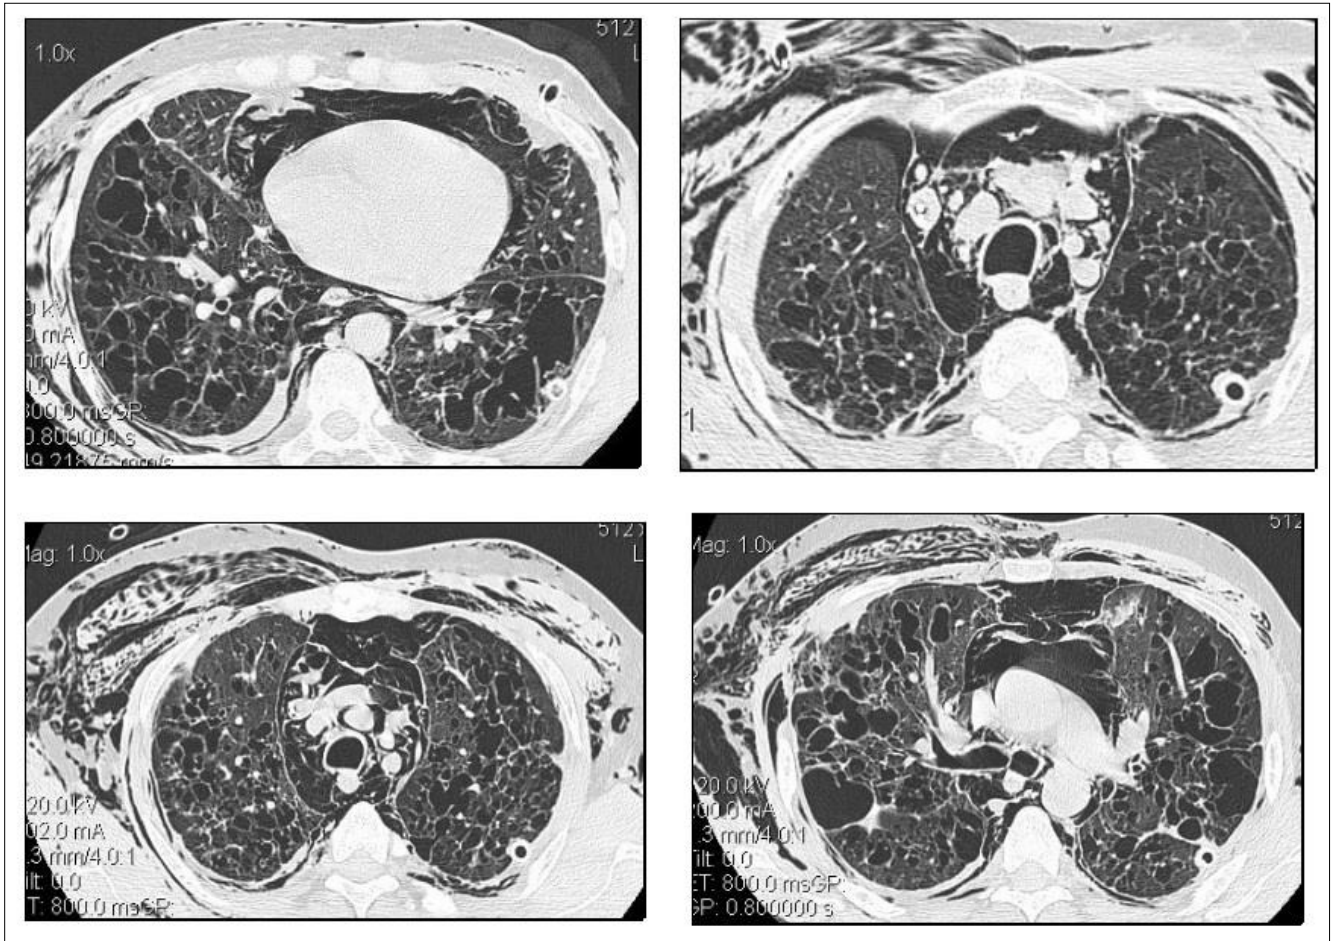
Больной Б., 30 лет. На серии компьютерных томограмм определяется выраженная кистозная перестройка легочной ткани, пневмоторакс, пневмомедиастинум, подкожная эмфизема. Справа в плевральной полости небольшое количество жидкости (кровь?). В левой плевральной полости дренажная трубка
